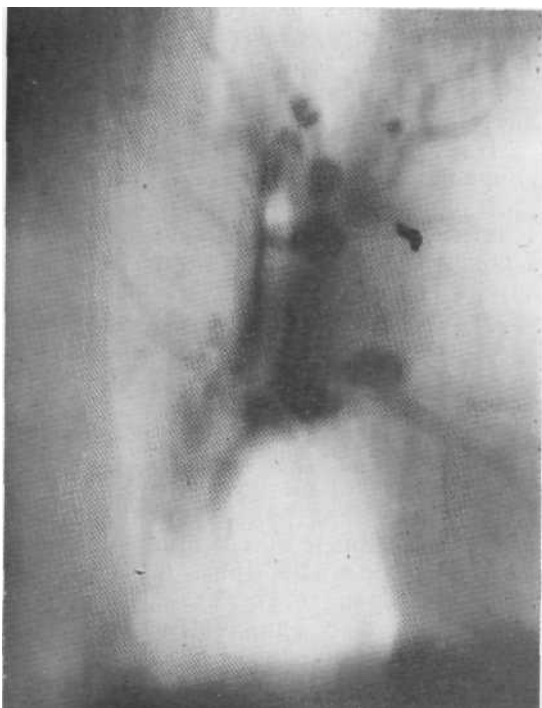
Томограмма в боковой проекции. Типичная картина силикотуберкулезного бронхоаденита. Бронхопульмональные лимфатические узлы небольших размеров, обызвествлены полностью или в виде яичной скорлупы.
